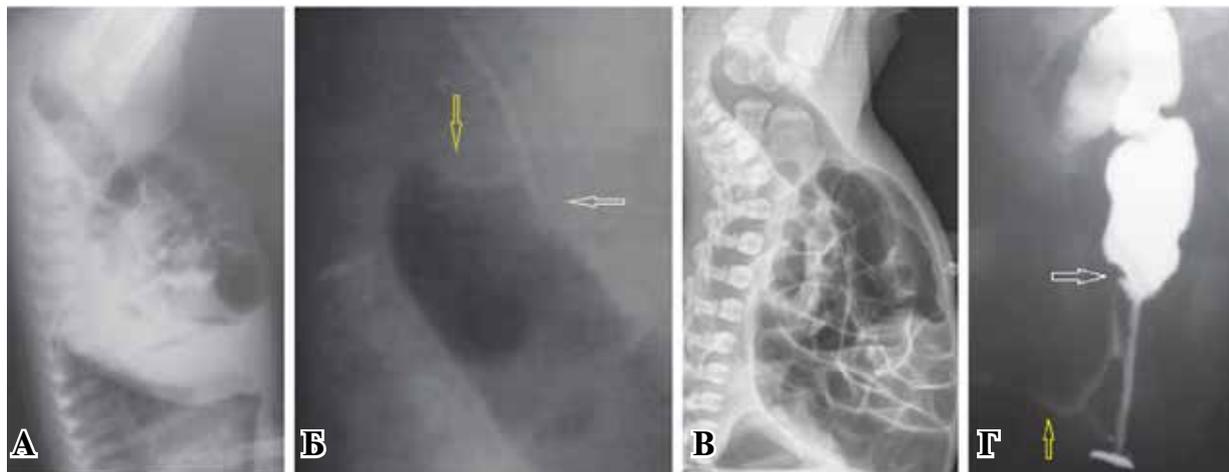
(А) Инвертограмма Sharma et al. [21]. (Б) Увеличенное и отредактированное изображение прямой кишки. Конец рентген-контрастного зонда находится над дистальным контуром (белая стрелка). Имеется выпуклость передней стенки проксимального сегмента (желтая стрелка), образованная внешним давлением. (В) Это не характерно для обычных изображений инвертограмм (см. рис. 1) [6]. (Г). На фистулограмме показано соединение свищевого хода с анальным каналом, а также с прямой кишкой, где имеется вдавление и разрыв контура (белая стрелка). Длина контрастного канала между прямой кишкой и поперечным сегментом, который обычно служит контрастным маркером для обозначения заднего прохода, в два раза превышает ширину прямой кишки. Поперечный маркер, который обычно находится возле ануса, на этом изображении выступает над свищом на половой губе (желтая стрелка). Это означает, что маркер находится вдали от ануса.
